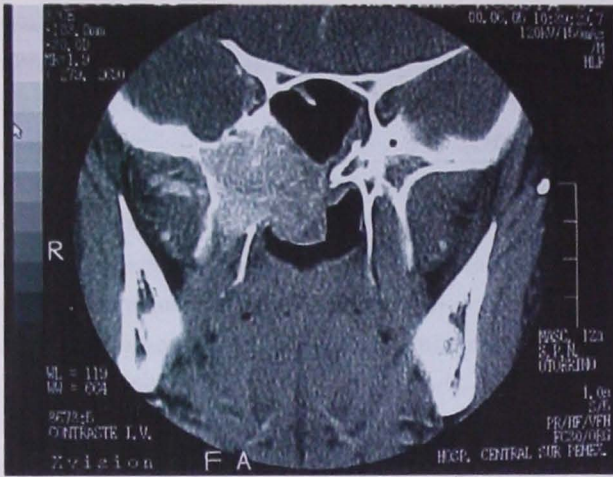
Tomografía en corte coronal que muestra la extensión de la lesión de la nasofaringe hacia la región lateral.
